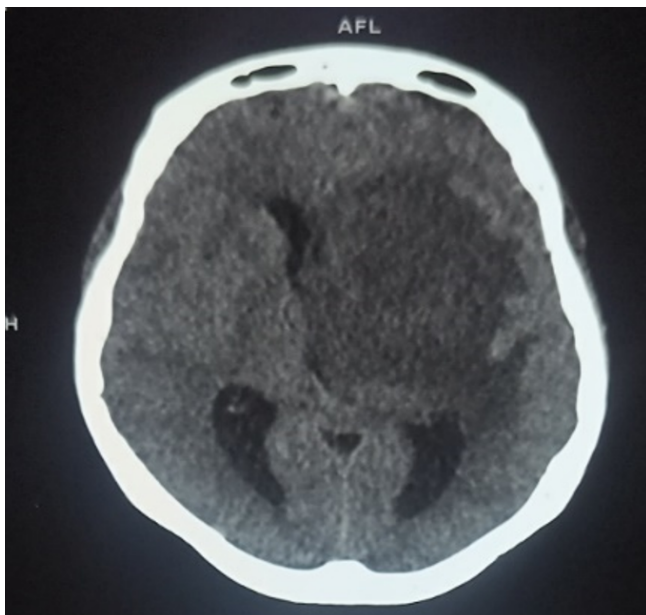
TDM crâno-cérébrale avant l'injection du produit de contraste, mettant en évidence des foyers d'hypodensité dont un occupant la quasi-totalité de l'hémisphérique gauche avec effet de masse sur le ventricule homonyme et déviant la faux du cerveau à droite, et l'autre périventriculaire droite
